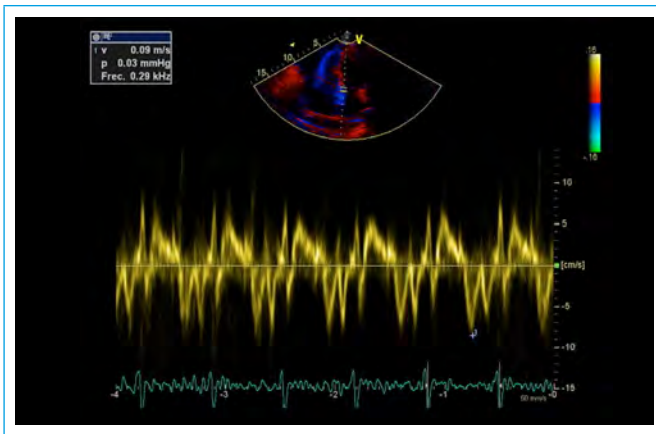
ETT, exploración con Doppler tisular anular medial, que muestra velocidad de onda E' de 9 cm/s
